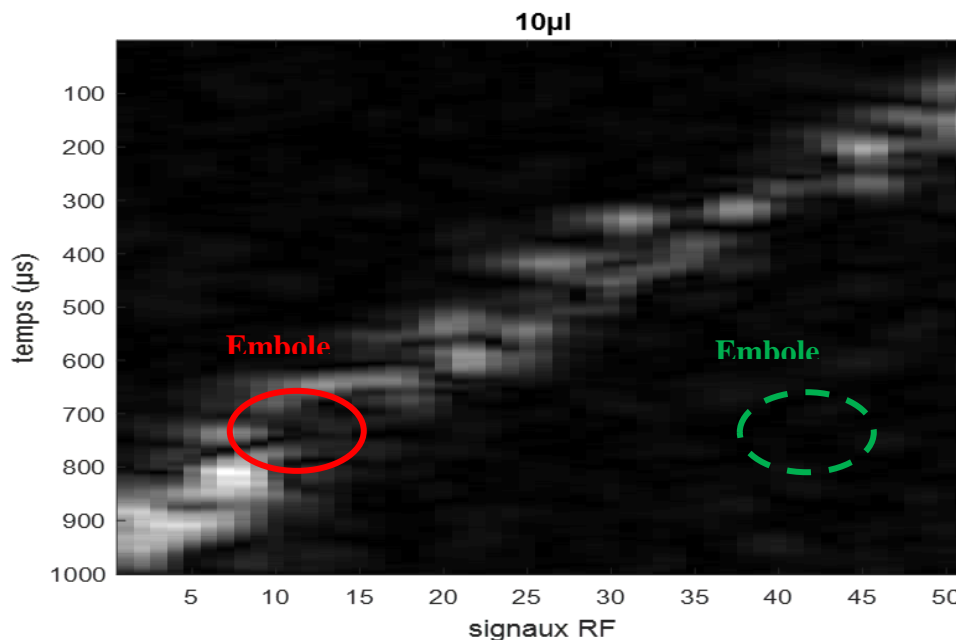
4: Image échographique pour la concentration des microbulles de $10\mu\text{l}$.
